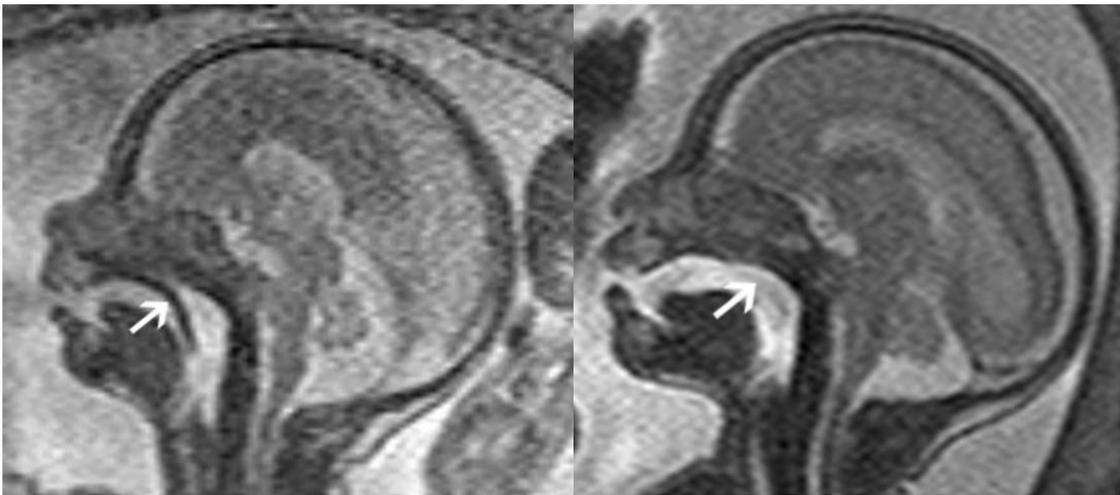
A la izquierda: Corte sagital de resonancia magnética nuclear (RMN) donde se observa el paladar íntegro en feto de 25 semanas. A la derecha: Corte sagital de RMN en T2 donde se observa una fisura completa de paladar primario y secundario (flecha) en feto de 23 semanas.
